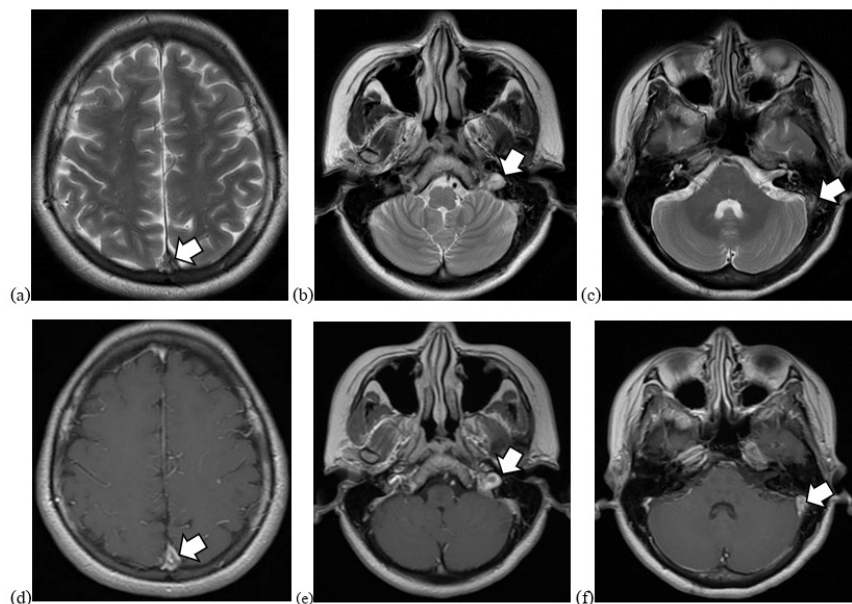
Axial T2-weighted (a-c) and gadolinium enhanced T1-weighted MR images (d-f) (back cover page)
